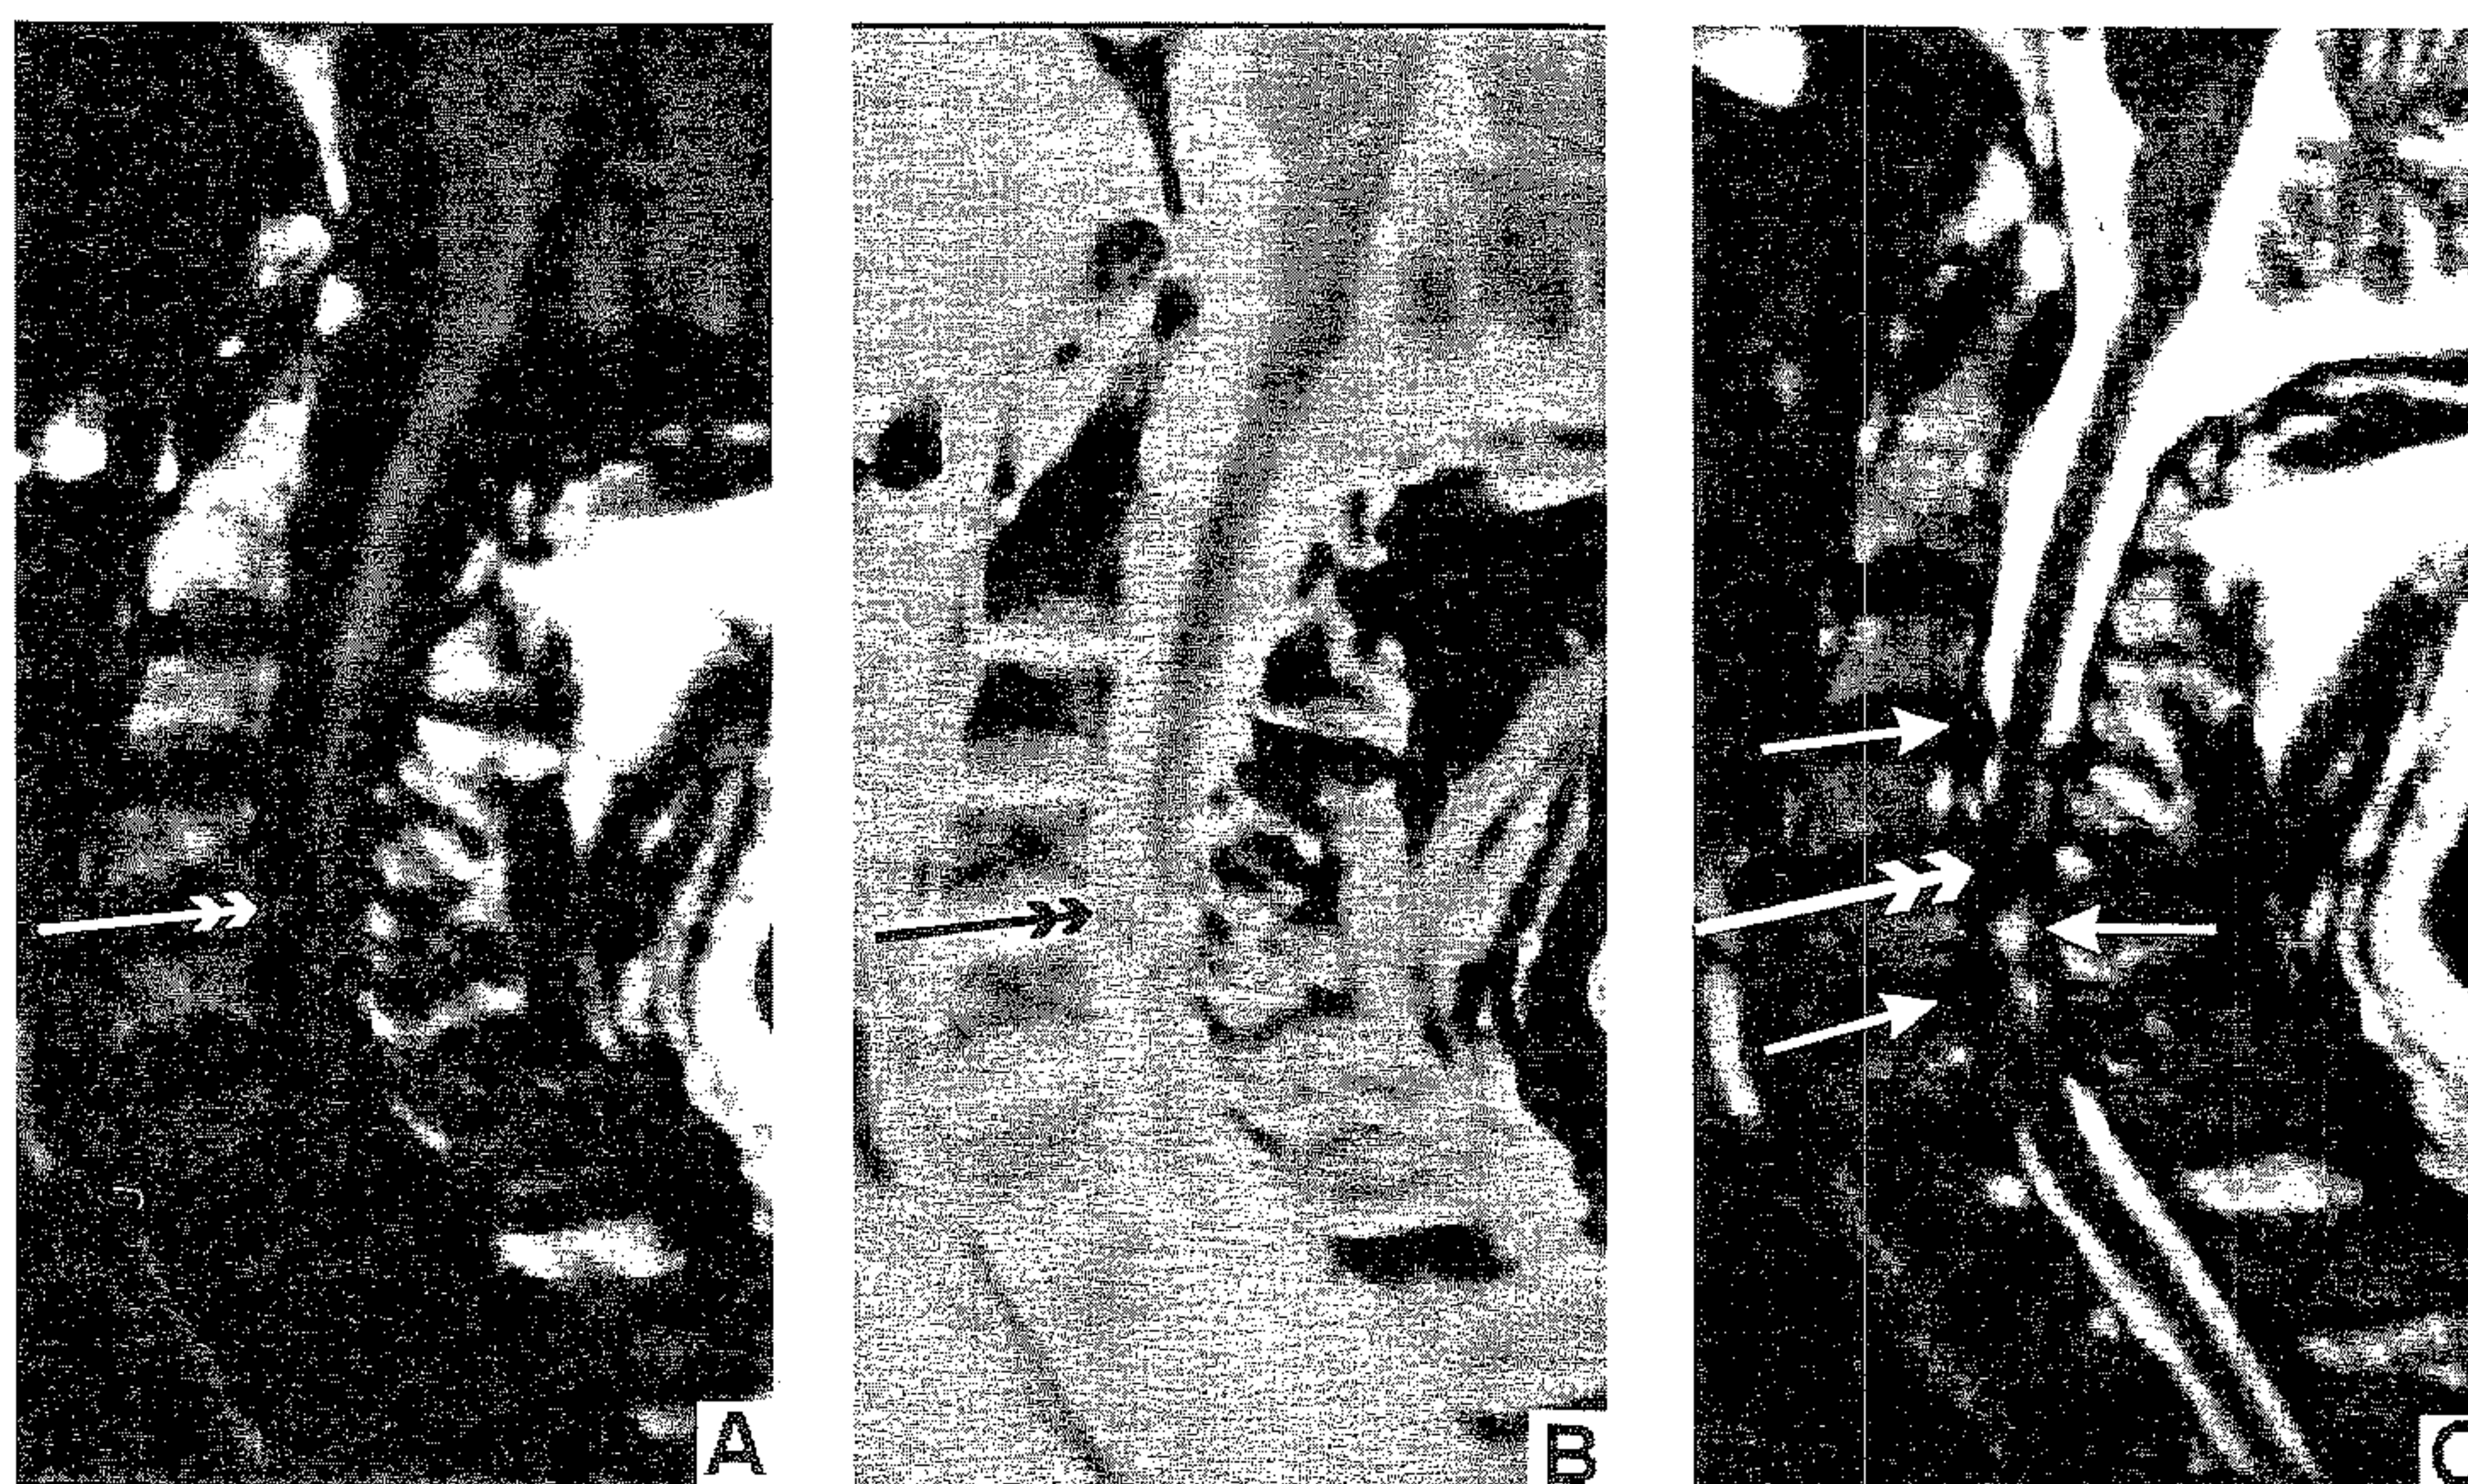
A. Imagine RMN în T1, secțiune mediosagitală; este vizibilă o hernie discală masivă, mediană la nivel C4-C5 (săgeata), cu reducerea diametrului antero-posterior al canalului rahidian la mai puțin de 1/2 din dimensiunea lui normală, dispariția semnalului LCR la nivelul herniei și amprentarea cordonului medular; B. Negativul aceleiași imagini; este clar vizibil fragmentul herniat și amprenta medulară; C. Același caz, imagine în T2, secțiune sagitală; în afara discului masiv herniat, este evidentă o protruzie a discurilor alăturate (C3-C4 și C5-C6 – săgeți poziționate mai periferic); în plus, se disting în cordonul medular, imediat sub nivelul herniei discale, două mici zone de hipersemnal (săgeata poziționată posterior); aspect de mielopatie vertebrală.
